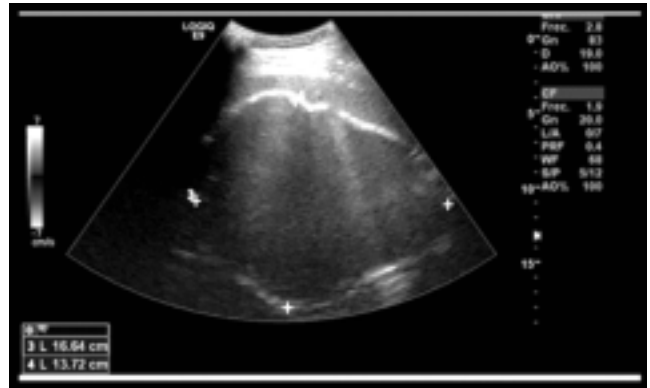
Corte ultrasonográfico en plano sagital en el que se delimita una imagen ovoide y ecogénica de 16.6 cm de diámetro mayor con calcificación periférica y contenido hipoeoico y homogéneo sin evidencia de vascularidad a la aplicación del Doppler color.
